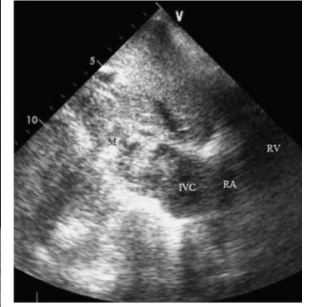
Subcostal two-dimensional echocardiography showing a large mass within the inferior vena cava.
